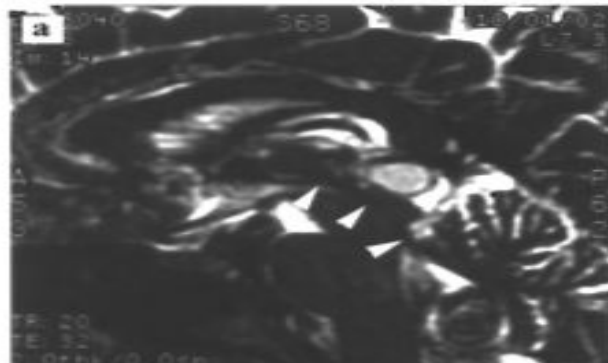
Магнитно-резонансная томография больных с опухолью пинеальной области: а) сагиттальная МРТ в режиме Т1 с контрастным усилением у больного с герминомой пинеальной области и метастазами в инфундибулярной части третьего и четвертом желудочках (стрелки); б,в) МР-ангиография и г,д) трехмерная ангиография того же больного. На ангиограммах хорошо визуализируются как артериальные, так и венозные сосуды головного мозга.
